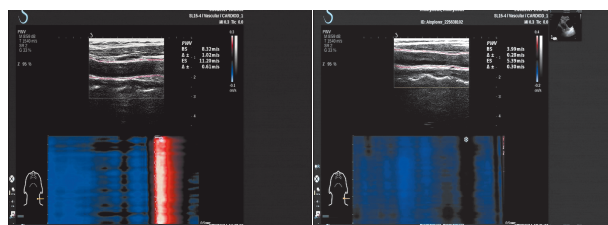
高尿酸血症组颈动脉PWV测量超声图像 图2 对照组患者颈动脉PWV测量超声图像
